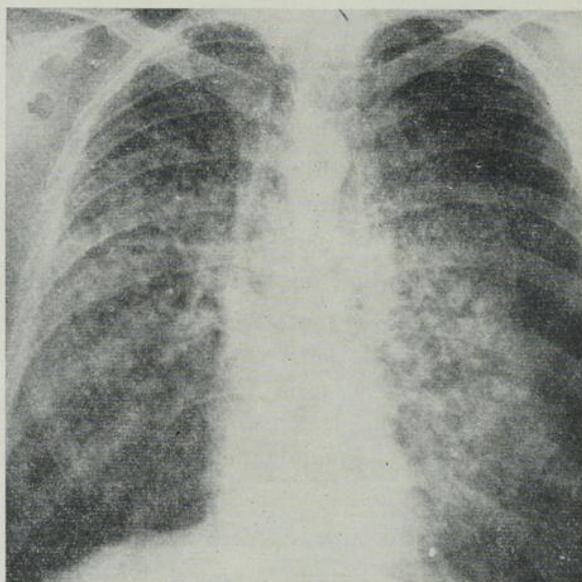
Radiographie pulmonaire du 23 mai 1952. Image en nids d'abeille dans toute l'étendue des deux plages pulmonaires (exagération de la trame réticulaire), et un collapse gauche de 50 pour cent.
